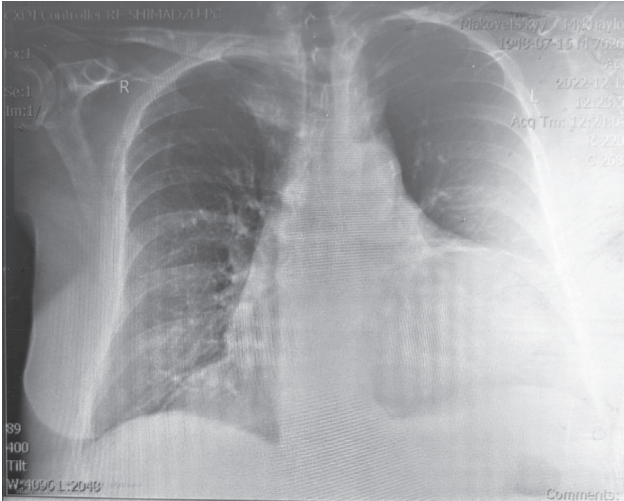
Рентгенографія органів грудної клітки від 12.12.2022
